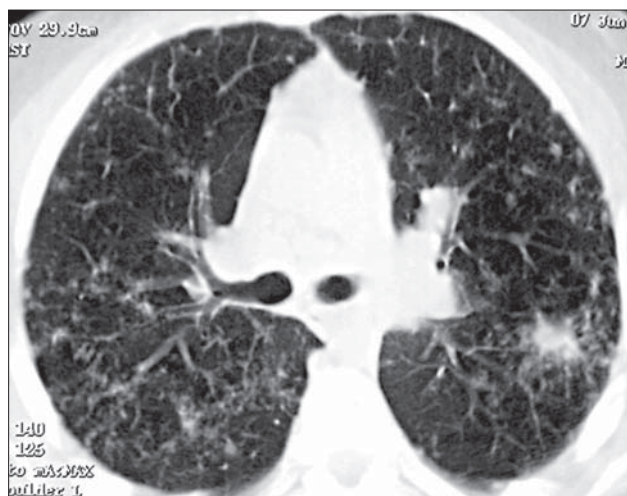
Sarcoidoză. Secțiune axială CT subcarinară. Desen interstițial accentuat cu micronoduli, cu aspect confluent în lobul inferior stâng
